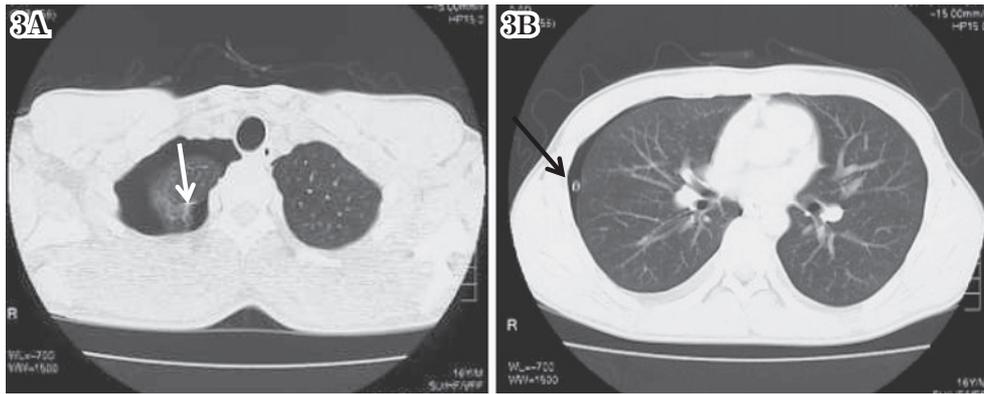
Chest computed tomography performed on the 2nd day of hospitalization reveals a small bullous lesion on the apex of the right lung (3A white arrow) with the chest tube located on the outer side of the thorax (3B black arrow).
